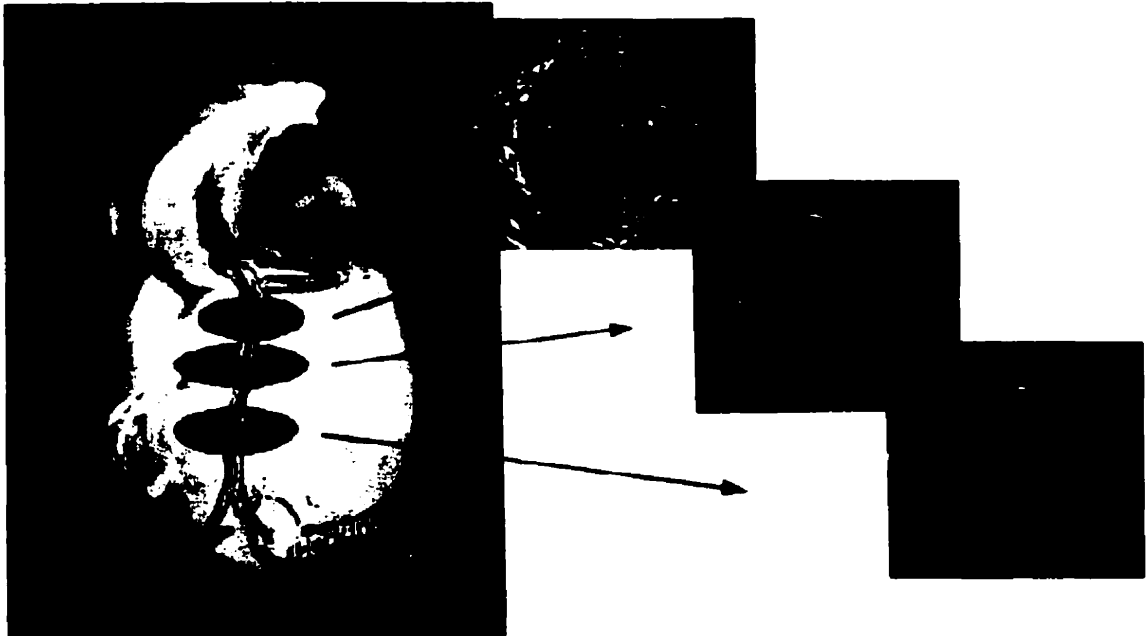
Principe tomographique de l'endoscopie ultrasonique.
